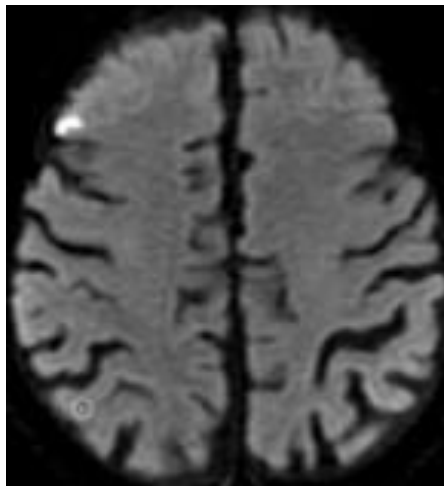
RM DWI demonstrando área de restrição à difusão na região cortical do giro frontal médio direito compatível com acidente vascular isquêmico em fase aguda/subaguda.
